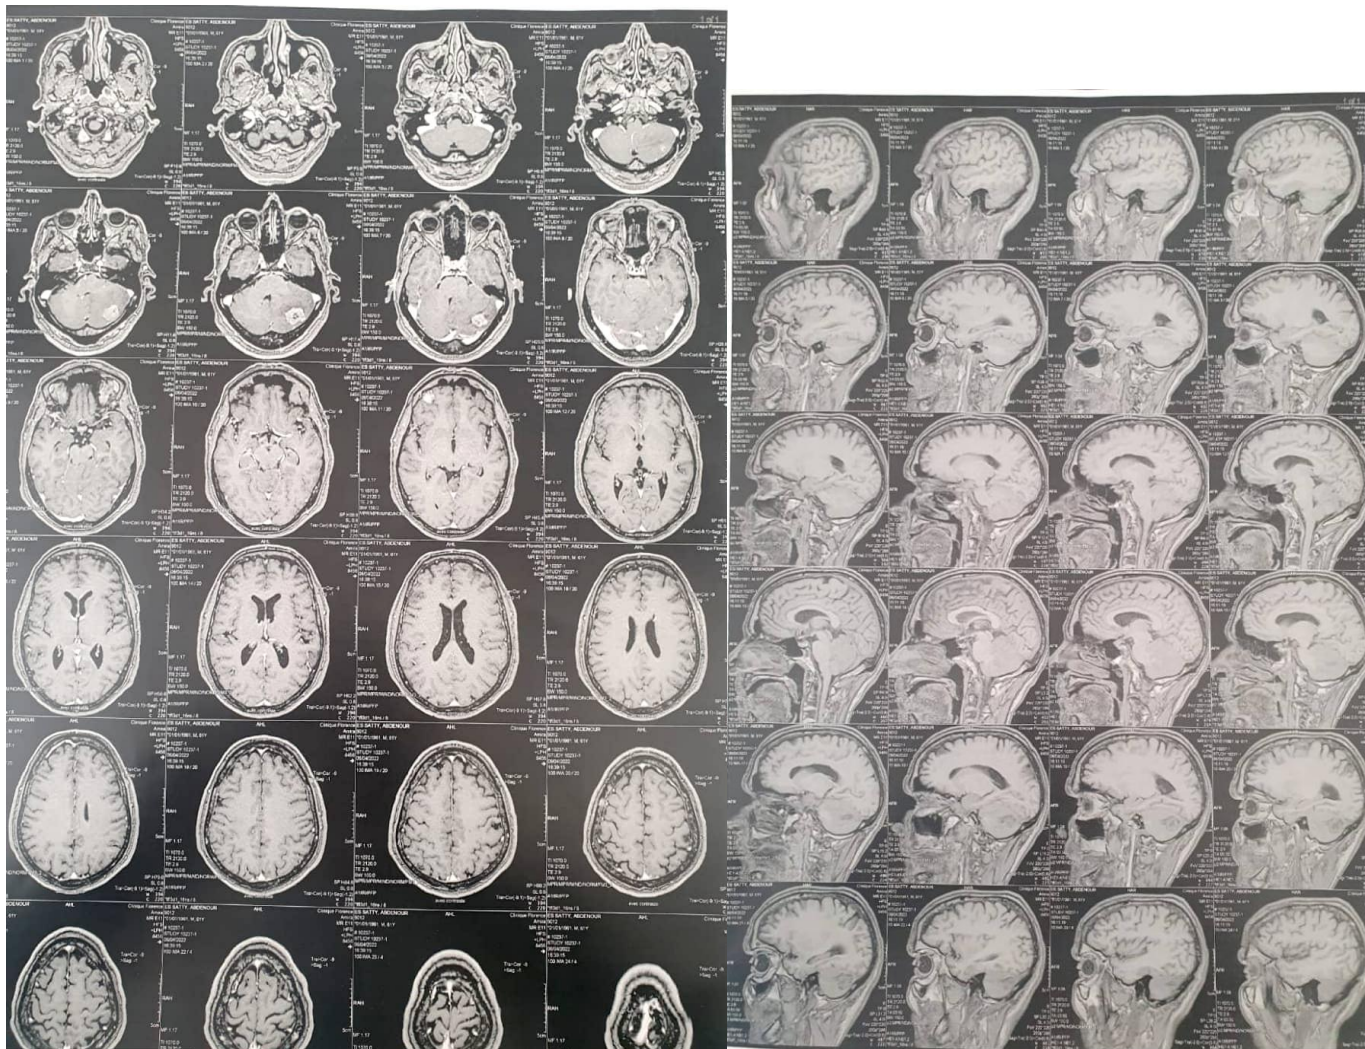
IRM cérébrale montrant une lésion métastatique temporelle gauche avec double composante charnu et kystique (T1. T2. T1 écho)
